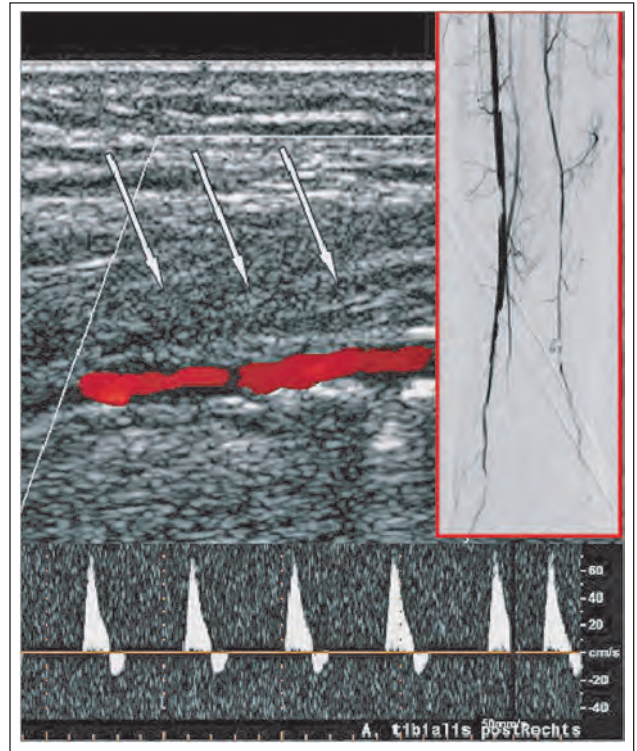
Komplett wiedereröffnete ATP rechts, kein KM-Übertritt nach Kompression, duplexsonographisch deutlich kalzifizierte Gefäßwand, perivaskuläres Hämatom (Pfeile) ohne arterielle Kommunikation, biphasisches CW-Dopplersignal.
